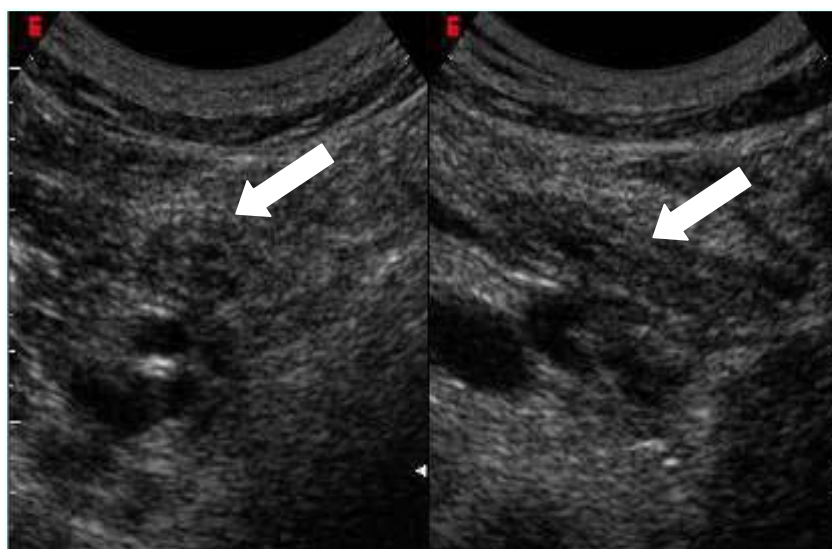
Quadro ecografico di appendicite acuta a sn in scansione trasversale e a ds in scansione longitudinale. Le frecce indicano l'ispessimento, dovuto a flogosi, dei vari strati parietali dell'appendice.
